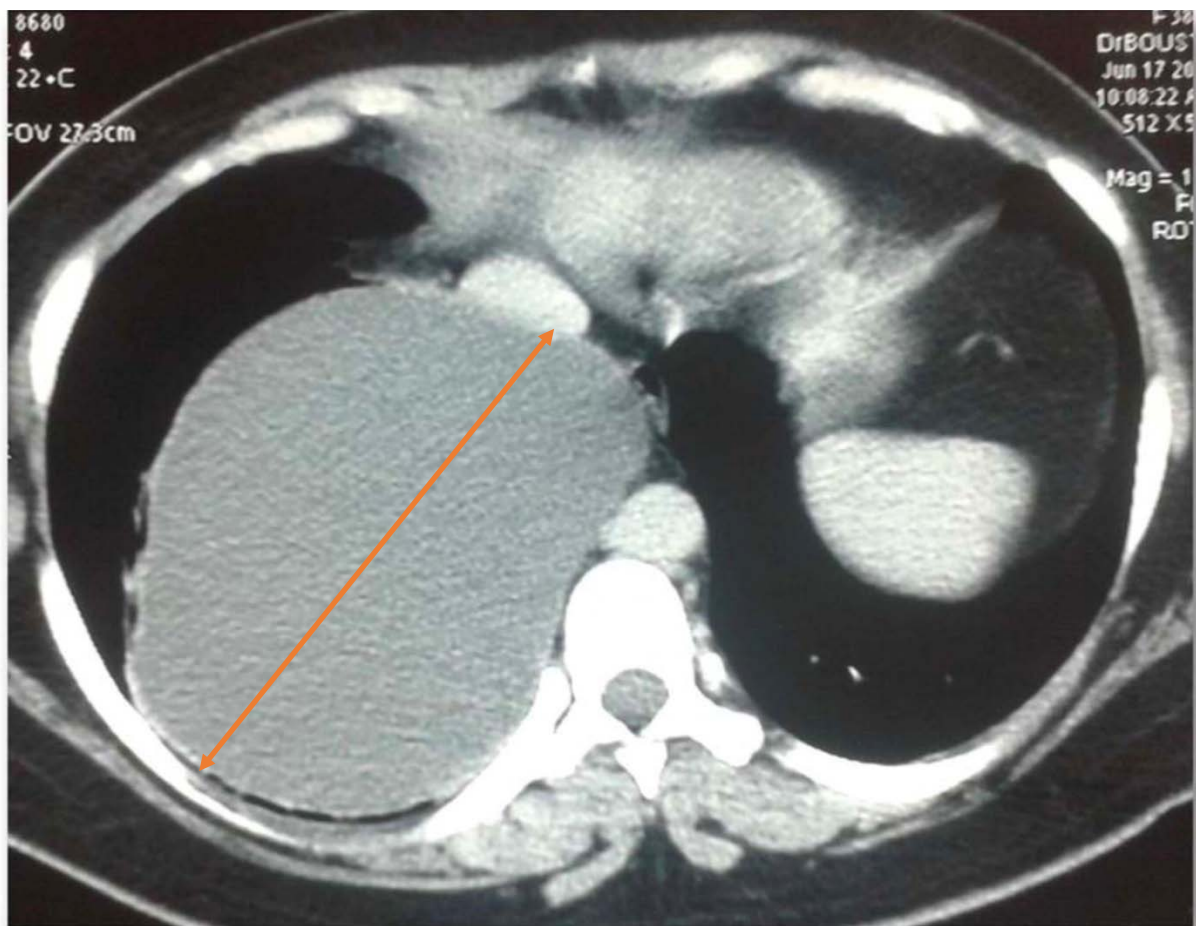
TDM thoracique montrant une grande masse kystique au niveau du segment basal du lobe inférieur droit
